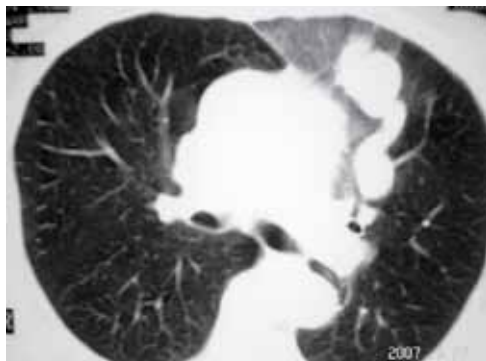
Angio-TC, voluminosa MAVP simple.
